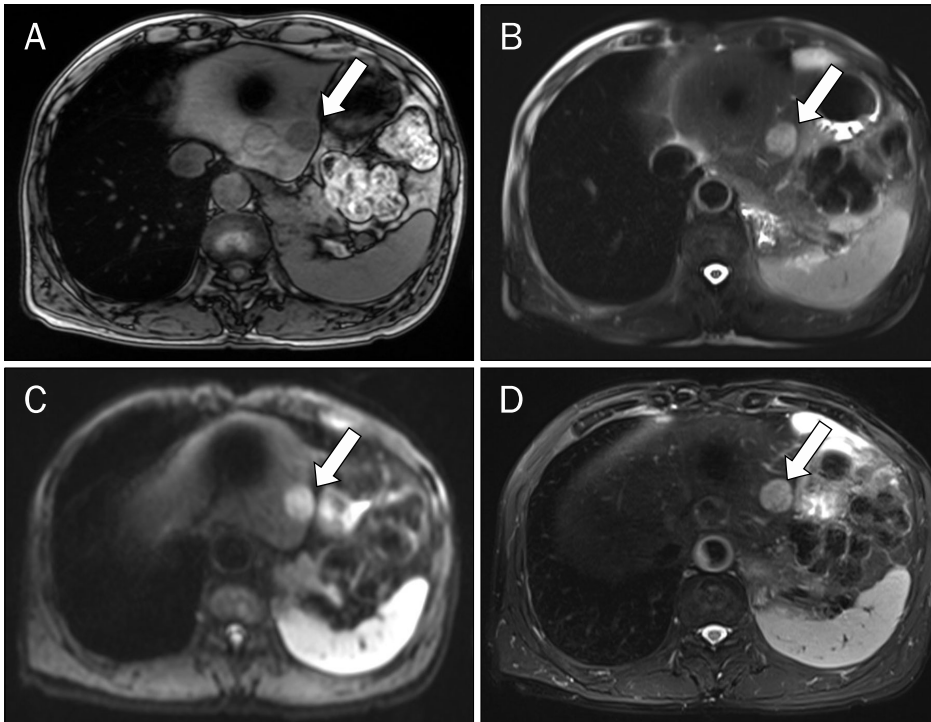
Liver magnetic resonance image reveals a capsulated mass (arrows) with a size of 2.5 cm. The mass shows low signal in the T1-weighted image (A), intermediate signal in the T2-weighted image (B), high enhancement at the arterial phase (C), and iso-signal in the diffusion-weighted image (D).
